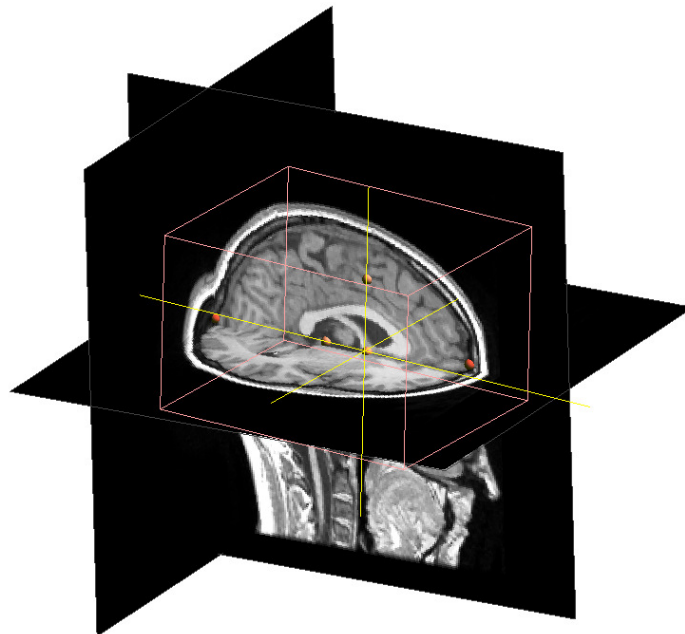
Représentation tridimensionnelle (logiciel ASA) de l'espace de Talairach défini chez un sujet en IRM.
